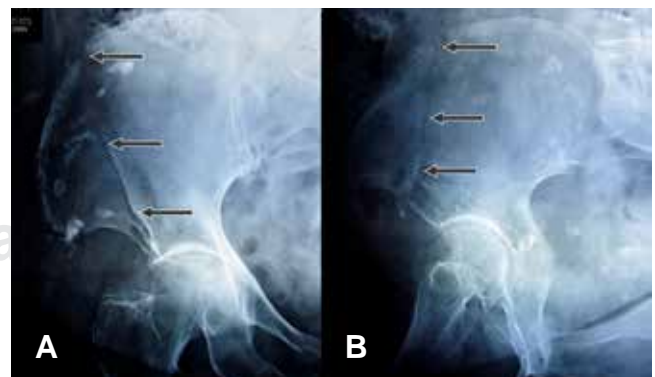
Radiografías simples de pelvis en vista anteroposterior (A) y oblicua derecha (B) con flechas delimitando el trazo de fractura del ala del íleon derecho.
